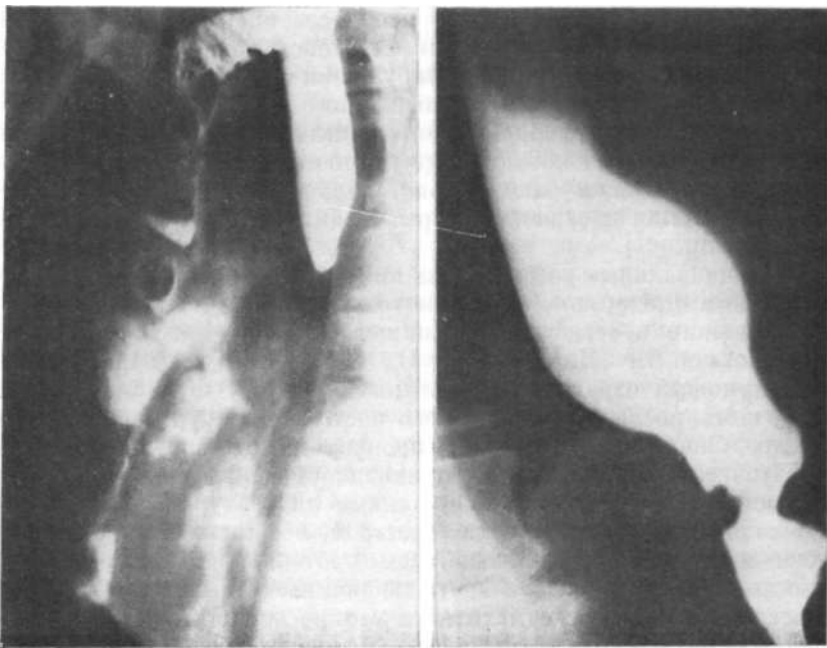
Рентгенограмма. Дисфункция трансплантата (гипокинезия). Ожоговая культя пищевода.
